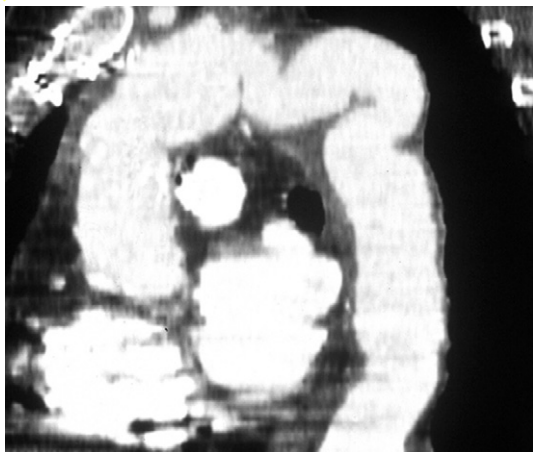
Kinking aortique en TDM injectée, en reconstruction sagittale oblique.
